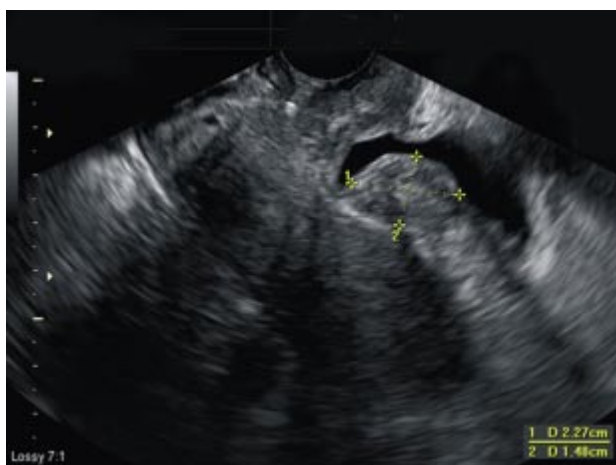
Ecografía transvaginal que muestra un nódulo endometriósico abombando en la cara posterior de la vagina.
